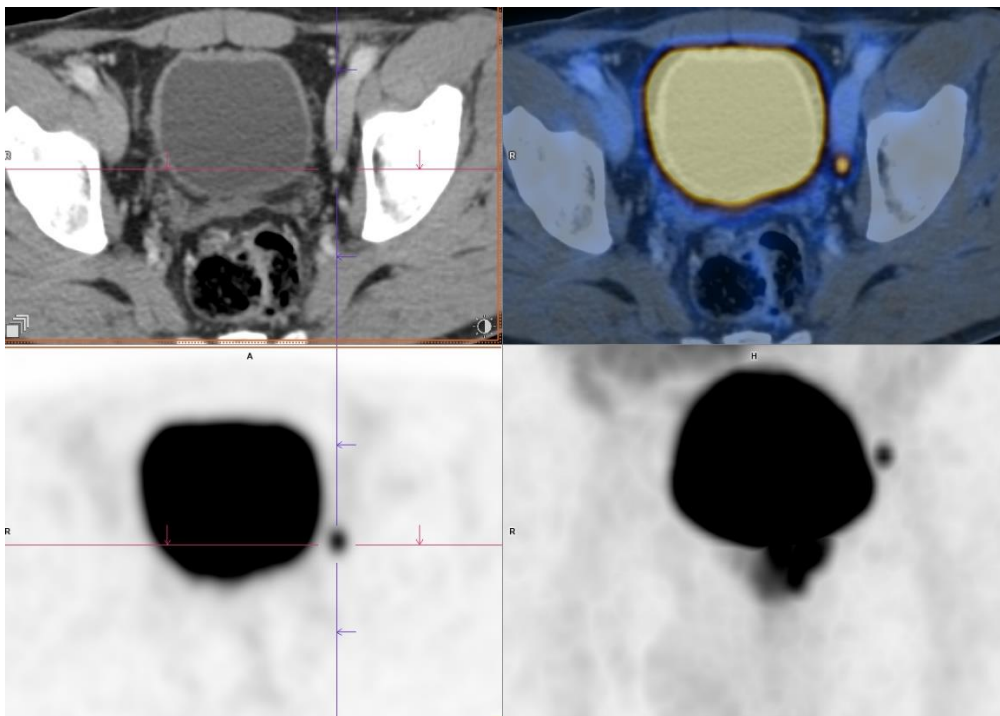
Estudio PET/CT 68 Ga-PSMA, adenopatía pélvica.
